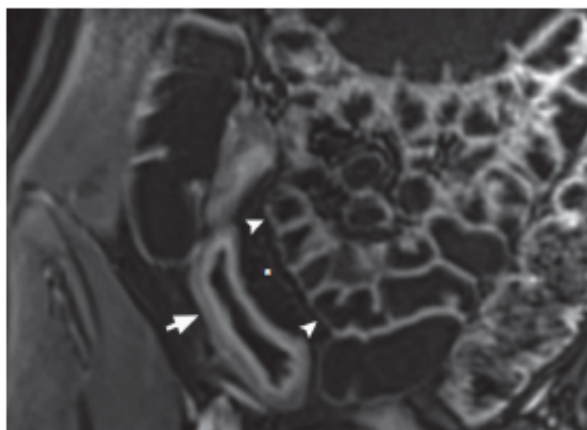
Example of creeping fat (*) on the terminal ileum (arrow) depicted on gadolinium-enhanced T1-weighted fat-saturated magnetic resonance enterography. Note the mass effect of the perienteric fat over the surrounding bowel segments (arrowheads)
